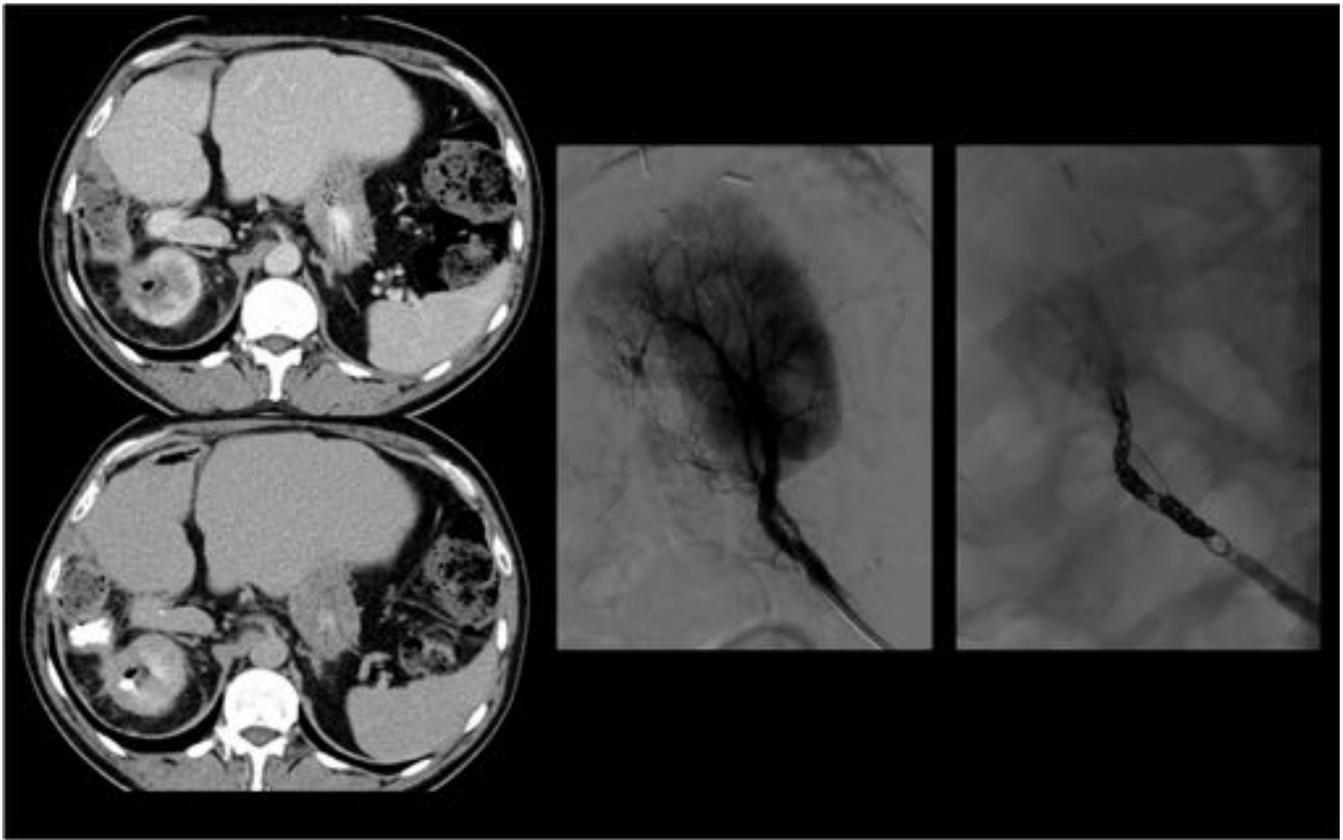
Paciente intervenido de nefrectomía parcial derecha y ureterectomía derecha por tumor de vías. Tras la administración de CIV, en el TC en fase diferida, se aprecia comunicación fistulosa entre el sistema excretor del polo superior del riñón derecho y el colon colon derecho. Se cateteriza selectivamente la arteria renal polar superior derecha para la embolización del parénquima renal residual con partículas de 100 - 300 micras y coils.
